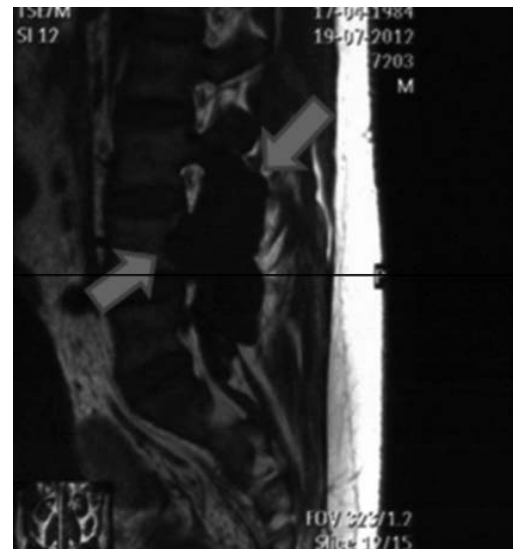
МРТ поясничного отдела позвоночника. На уровне III–V поясничных позвонков стрелками показано объемное образование (тофус) неомогенной структуры, с непрерывным контуром, перекрывающее просвет спинномозгового канала
